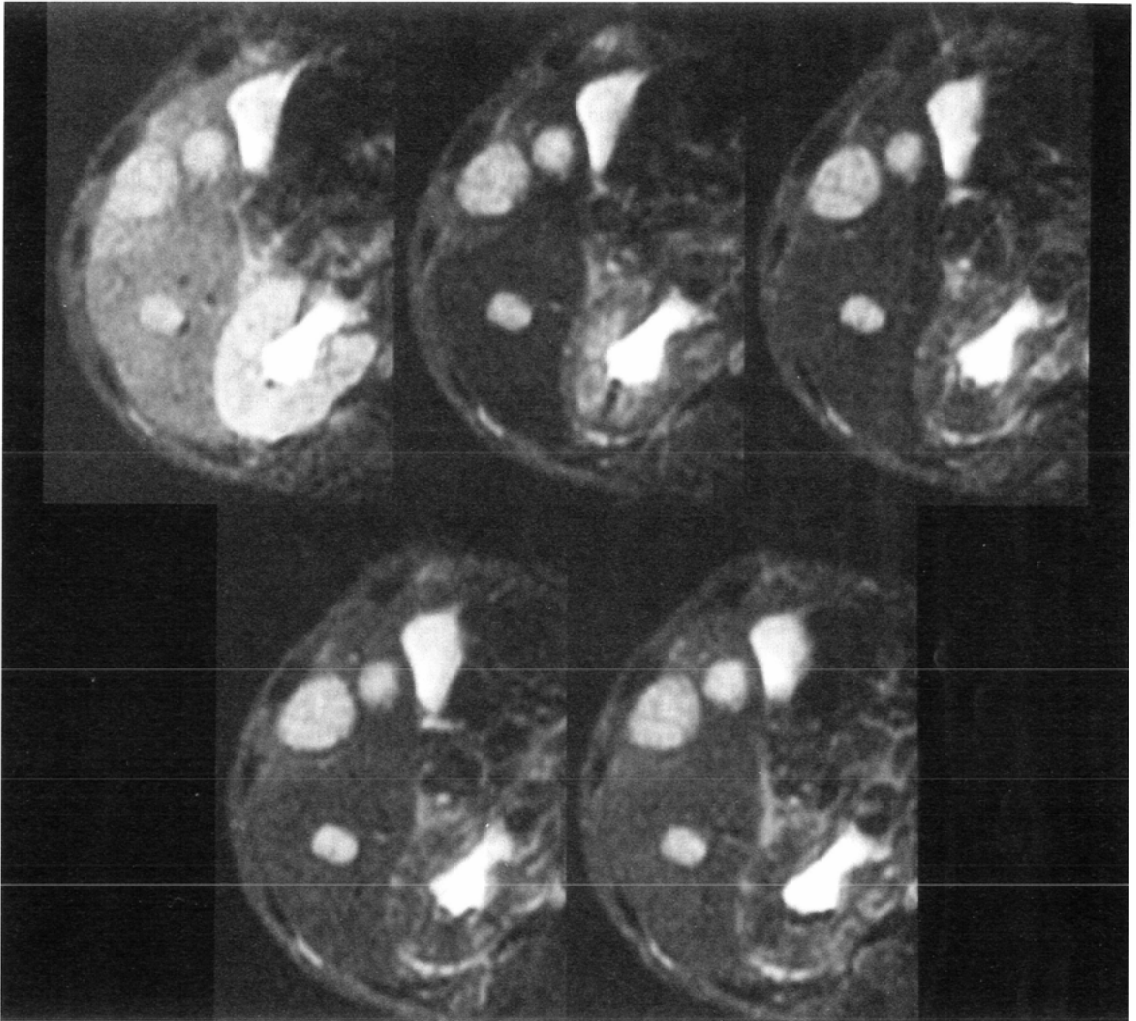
A 48-year-old man with metastatic liver cancer from colon cancer. Multi-shot echo-planar (2000/80/1, TR/TE/excitation) MR images of the liver obtained before (upper left) and 30 sec (upper middle), 60 sec (upper right), 90 sec (lower left), and 120 sec (lower right) after injection of Gd-DTPA. Contrast between the liver cancer and liver parenchyma improved after injection of Gd-DTPA.
